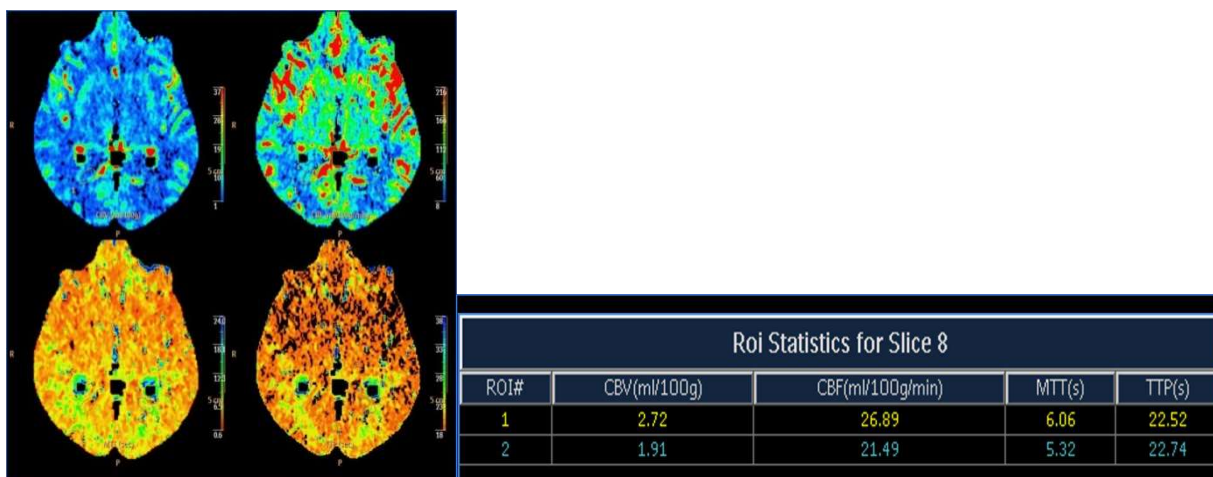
Данные перфузионной компьютерной томографии, указывающие на снижение кровотока со стороны патологической деформации.
